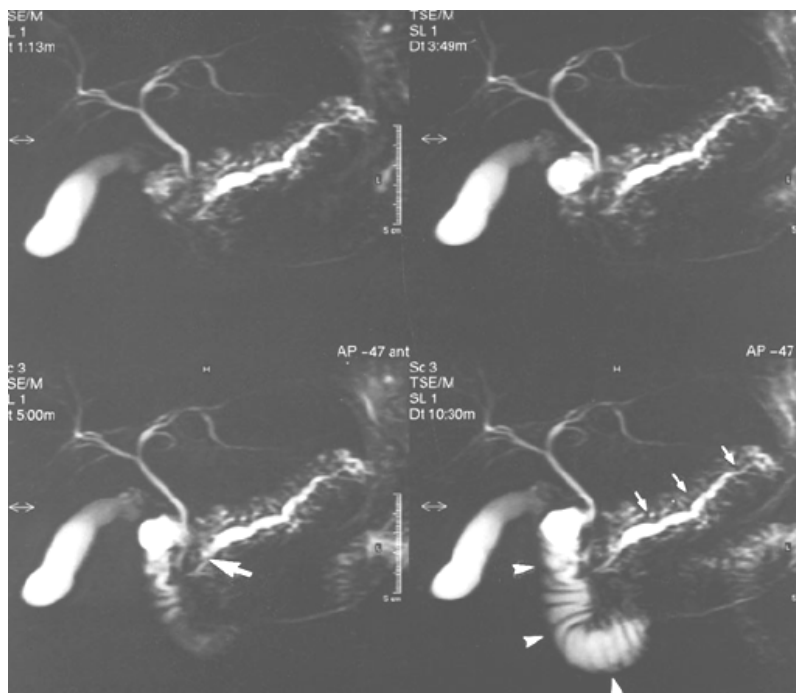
Colangio-RM demonstrando a anatomia da vesícula, vias biliares, do ducto de Wirsung (setas brancas) e do duodeno (cabeça de seta).
